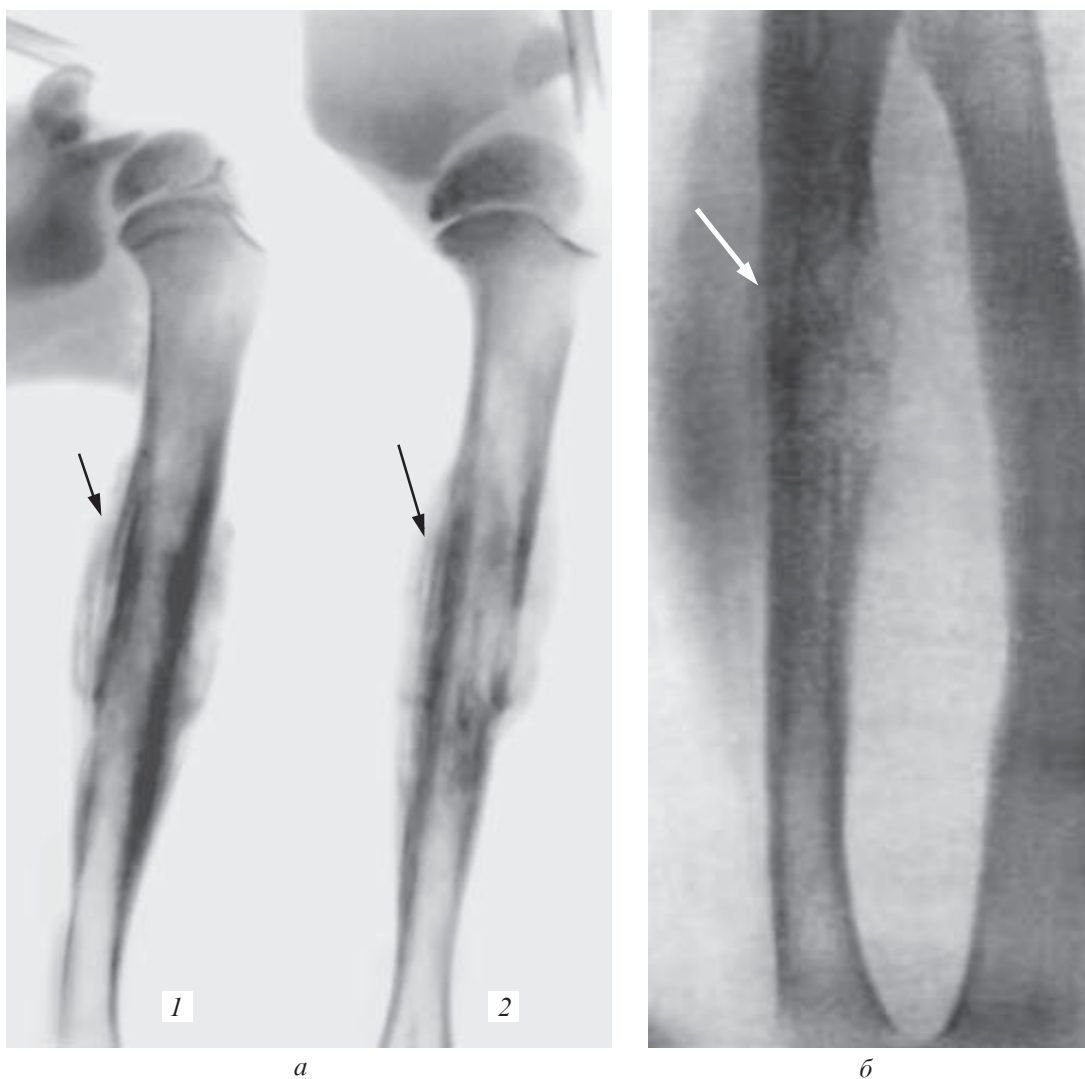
Рентгенограми: *a* — плечової кістки та плечового суглоба (1 — пряма; 2 — аксіальна проекції); *б* — ліктьової кістки при пухлині Юінга; відзначається багатощарова періостальна реакція протягом усього діафізу
